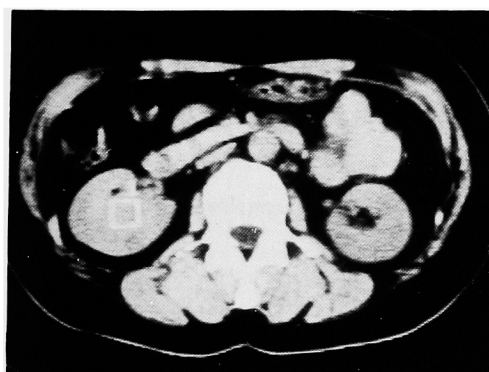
Abdominal CT reveals isodensity mass with compression of right renal pelvis.
